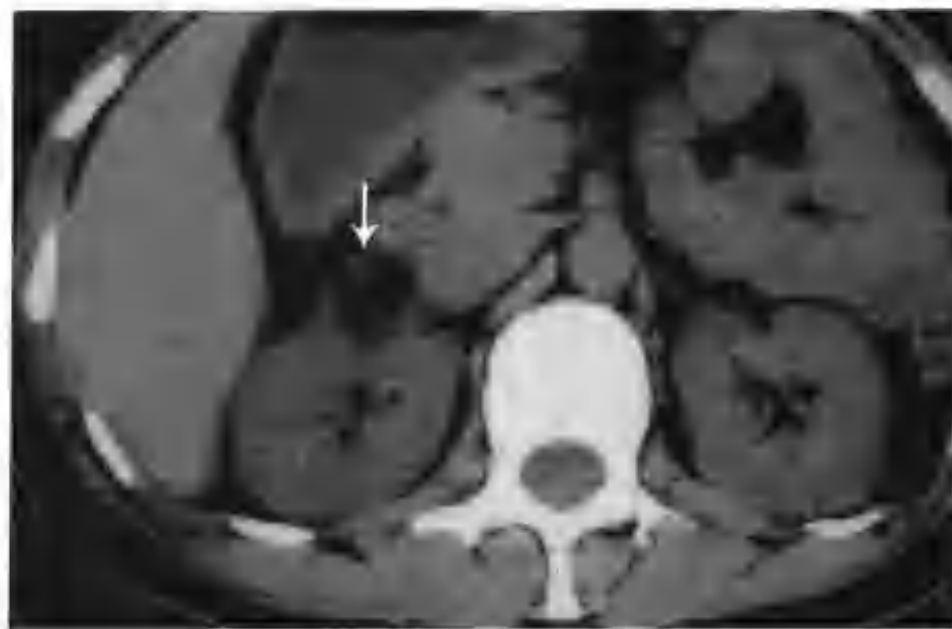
右肾错构瘤 (CT平扫右肾见一个小的混杂密度病灶凸出肾轮廓外生长, 病灶内大部分为极低密度, CT值 -76HU , 同时可见网格状软组织影 (箭头))
